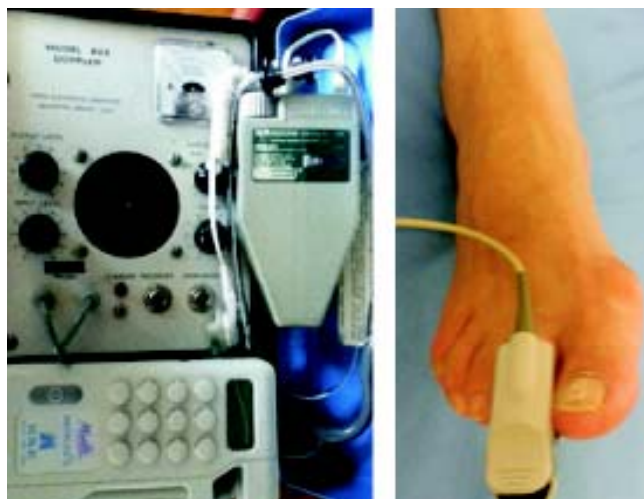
Doppler lineal clínico.
